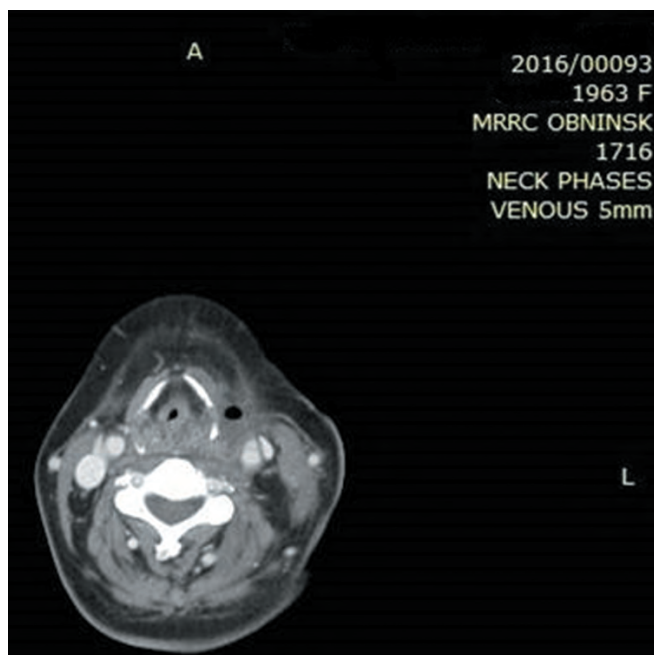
The same patient. Spiral CT of the neck performed on 06.09.2016: continued positive dynamics — decrease of the tumor size, decrease of densitometric density of the tumor, more homogenous structure
